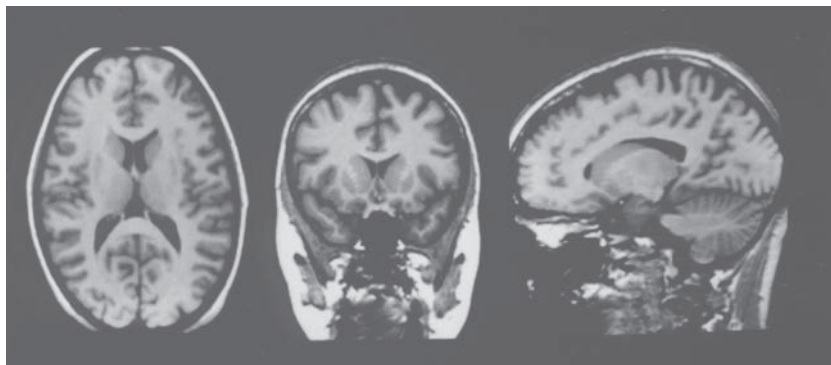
Visualización de los ganglios basales por resonancia magnética nuclear (RMN). El remuestreo triplanar y la visualización mediante software desarrollado de manera local para análisis de imágenes (BRAINS, de Brain Research: Analysis of Images, Networks, and Systems) permiten ver estructuras de forma compleja como el núcleo caudado desde tres ángulos distintos, lo que mejora la capacidad de comprender de manera tridimensional la anatomía del encéfalo.
